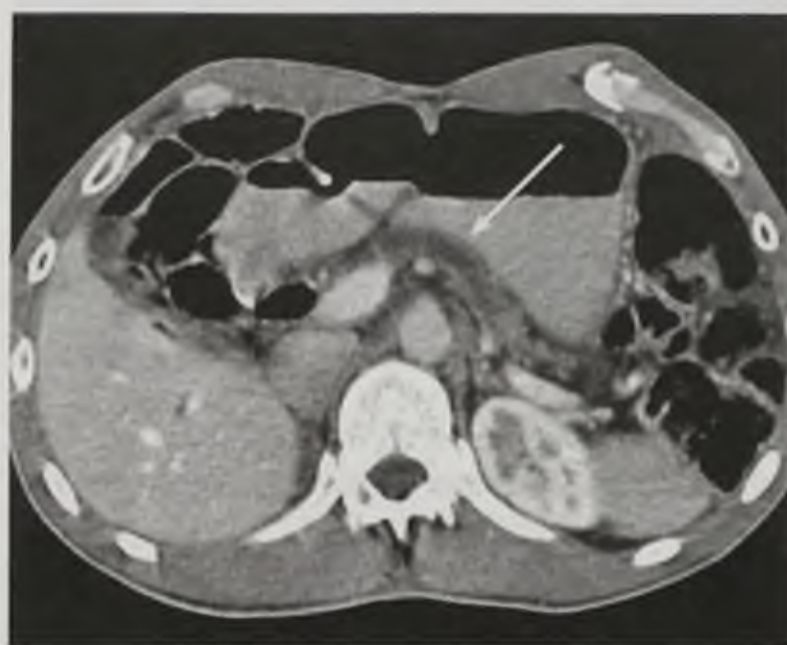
Компьютерная томограмма в аксиальной плоскости с контрастным усилением. Хронический панкреатит. Поджелудочная железа уменьшена в размерах, главный панкреатический проток неравномерно расширен (стрелка)
